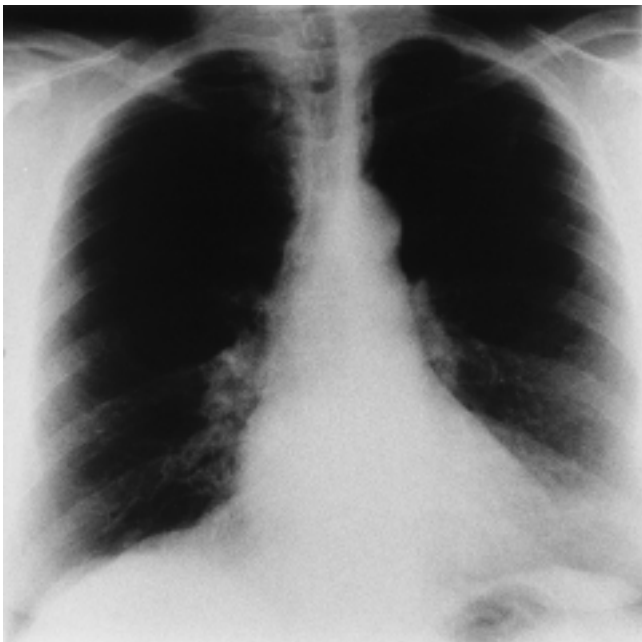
Röntgen-Thorax – Wiederentfaltung des linken Unterlappens nach endobronchialer Surfactant-Instillation.
